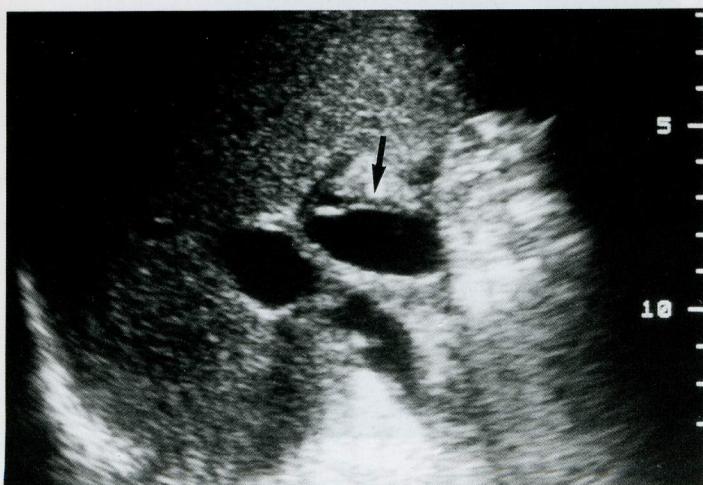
Sonogram shows a small, rounded fluid collection representing mucocele immediately adjacent to the common duct(arrow).
